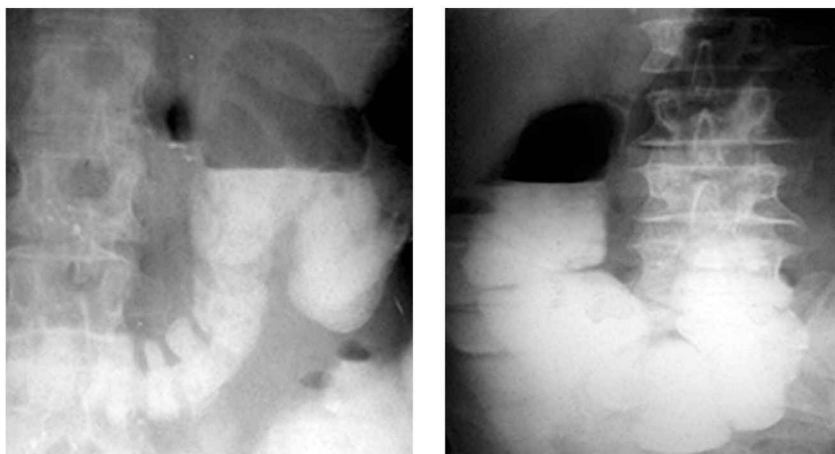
Проба Шварца – депонування барію в кишці (рентгенограми)
